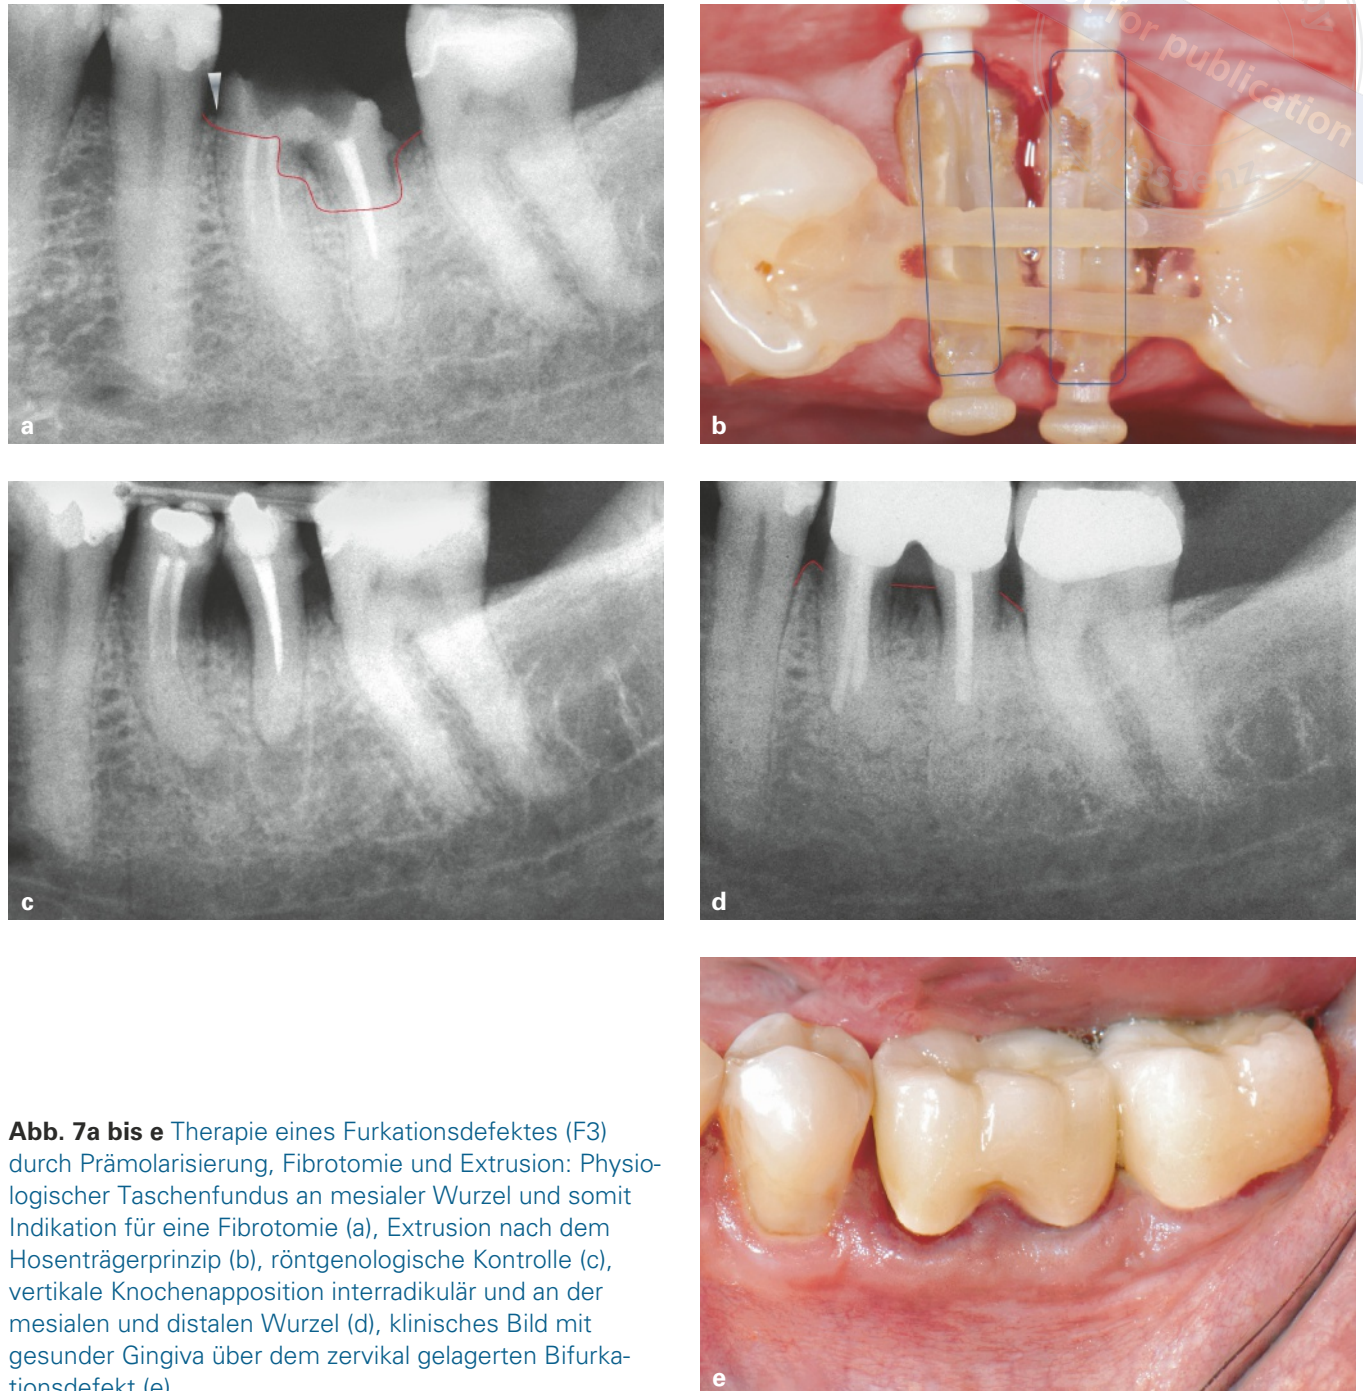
bis e Therapie eines Furkationsdefektes (F3) durch Prämolarisierung, Fibrotomie und Extrusion: Physiologischer Taschenfundus an mesialer Wurzel und somit Indikation für eine Fibrotomie (a), Extrusion nach dem Hosenträgerprinzip (b), röntgenologische Kontrolle (c), vertikale Knochenapposition interradiär und an der mesialen und distalen Wurzel (d), klinisches Bild mit gesunder Gingiva über dem zervikal gelagerten Bifurkationsdefekt (e)
